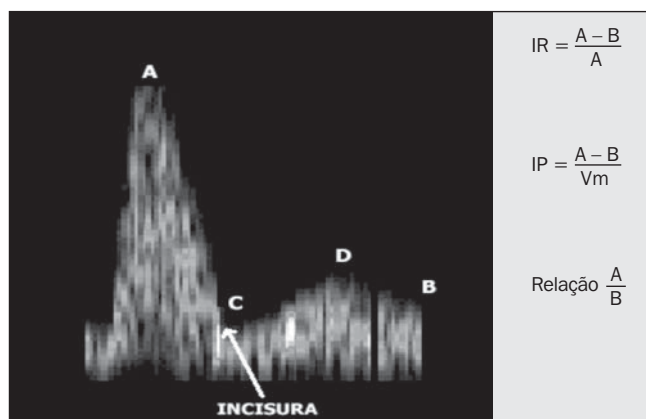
Relações entre os parâmetros da onda de velocidade de fluxo e os índices Doppler. (IR, índice de resistência; IP, índice de pulsatilidade; A, pico sistólico; B, final da diástole; Vm, velocidade média; C, início da diástole; D, máximo da diástole).
